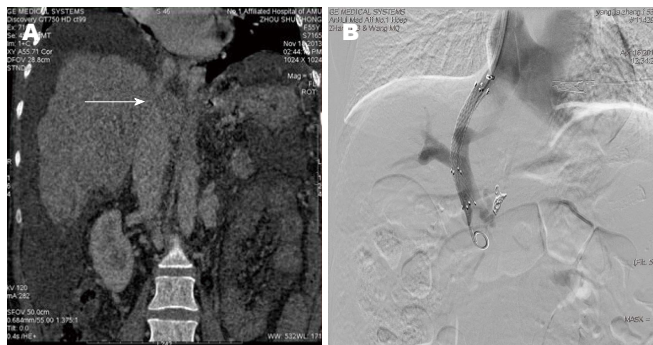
布加综合征患者腹部CTA以及TIPS治疗图片. A: CTA下病变部位表现. 白色箭头提示上腔静脉位于第二肝门处血管明显变细, 考虑诊断为布加综合征; B: TIPS手术. 该患者行TIPS手术, 先在下腔静脉膜性狭窄处用球囊扩张之后, 穿刺右颈内静脉, 送入RUPS100, 将鞘管头端置入下腔静脉第一肝门肝静脉开口处穿刺中肝静脉成功. CTA: CT血管造影成像; TIPS: 经颈静脉肝内门体分流术.
